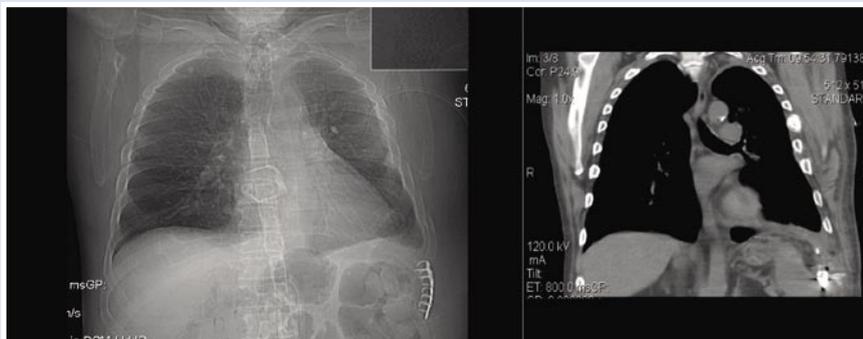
МСКТ органов грудной клетки больного 59 лет после удаления эндобронхиального клапана
